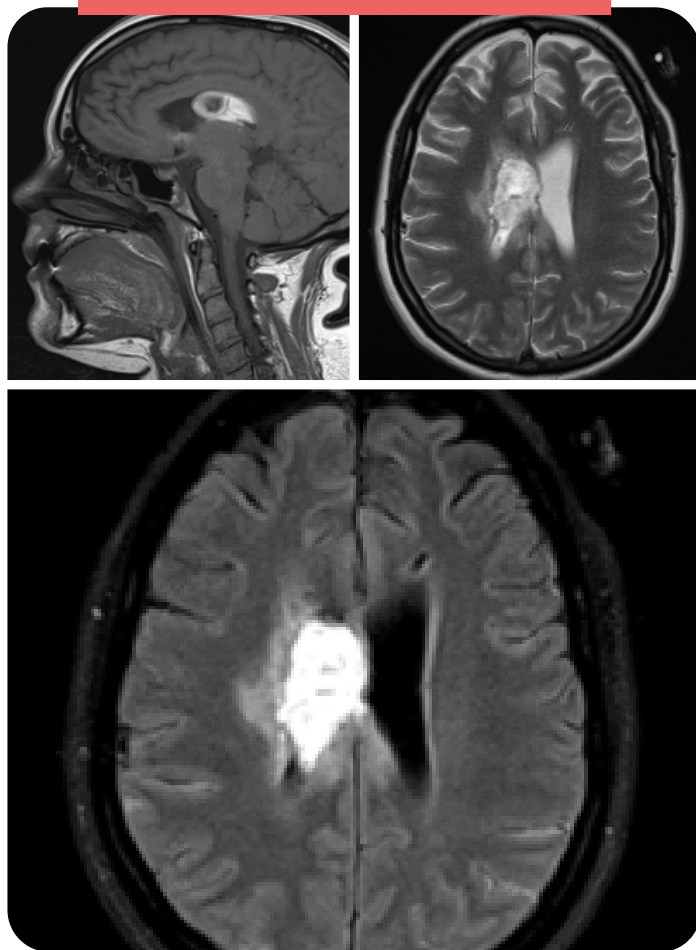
Imagen de TAC y RM de múltiples focos hemorrágicos cerebrales, el más voluminoso intraventricular de origen hipertensivo, en una gestante de 28 semanas con HELLP.
